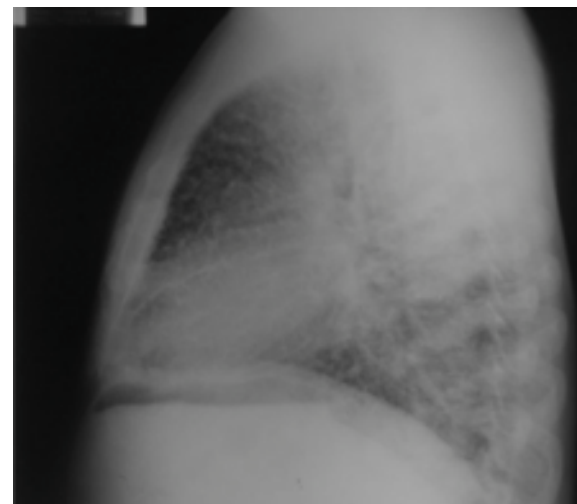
Radiografía de tórax lateral.
